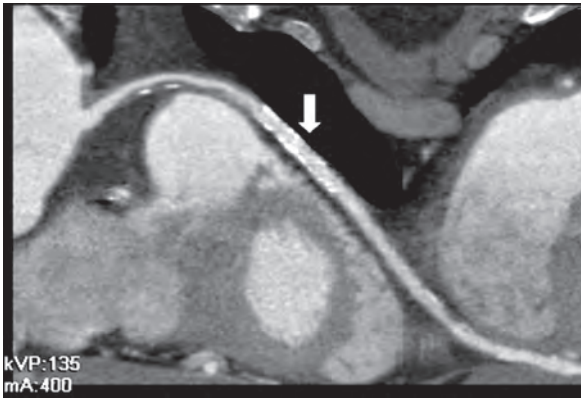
Мультиспиральная компьютерная томография [изображение проходимого стента в передней межжелудочковой ветви (стрелка)].
